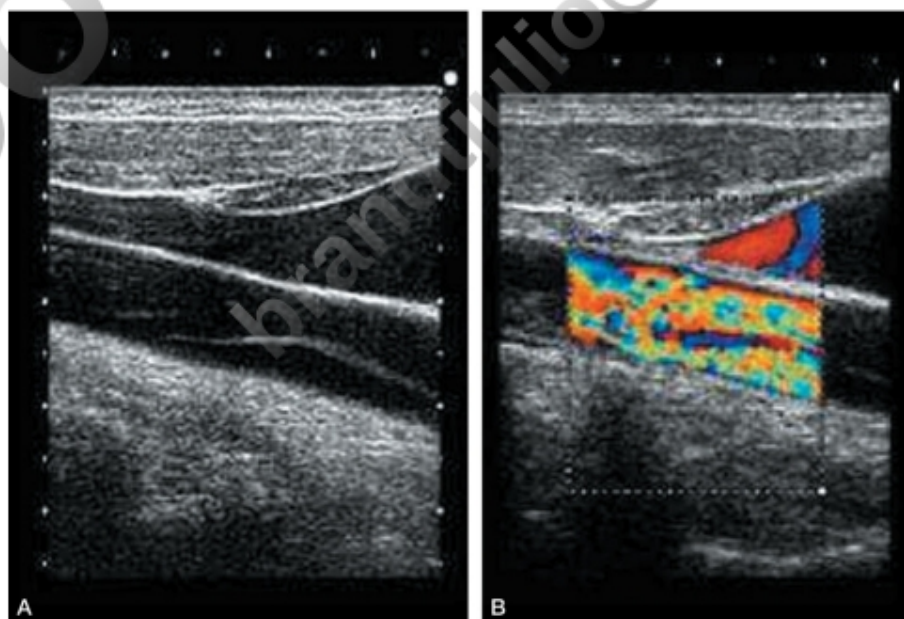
Disección de la arteria carótida interna. Estudio por eco-Doppler en el que se observa una doble luz (A), con doble flujo en su interior (B).
